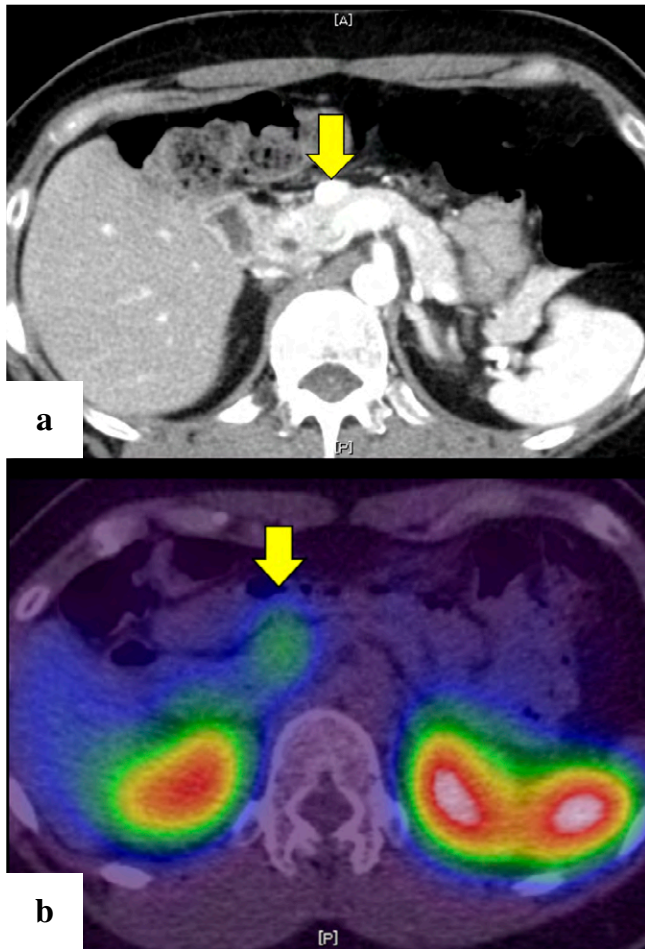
Computed tomography (CT) and somatostatin receptor scintigraphy. a : An enhancing solid tumor is seen in the pancreatic head (arrow). b : Somatostatin receptor scintigraphy revealed Indium-111-pentetreotide accumulation in the tumor (arrow).
